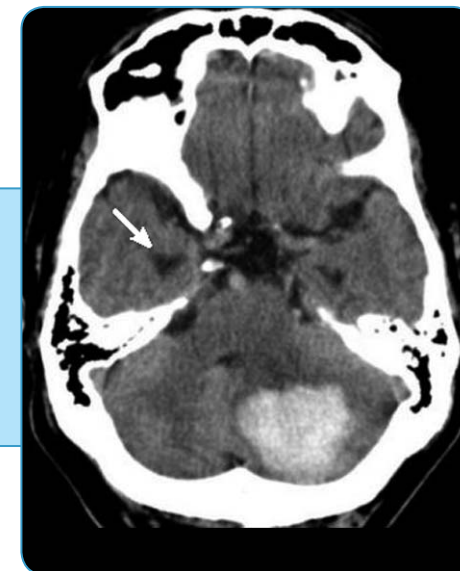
КТ головного мозга. Кровоизлияние в области варолиева моста со сдавлением просвета IV желудочка и нарушением ликворного оттока (визуализируются широкие передние рога боковых желудочков)
